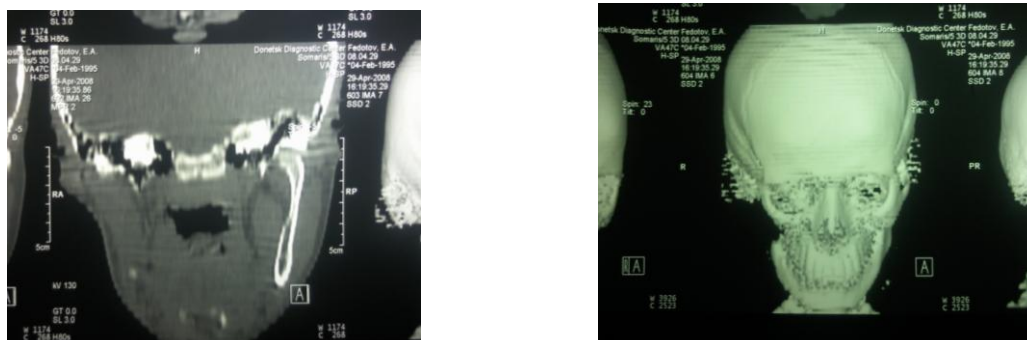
Ребенок Ф. 14 лет, КТ отсутствие правой ветви и головки ВНЧС.
